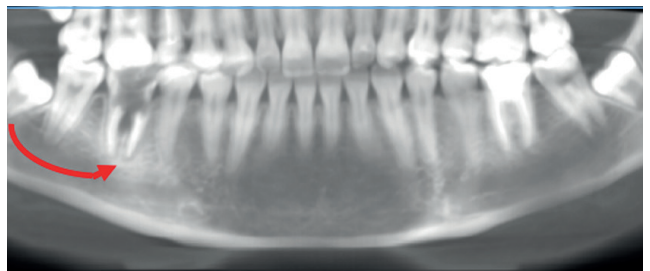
Tomografía pre-quirúrgica
